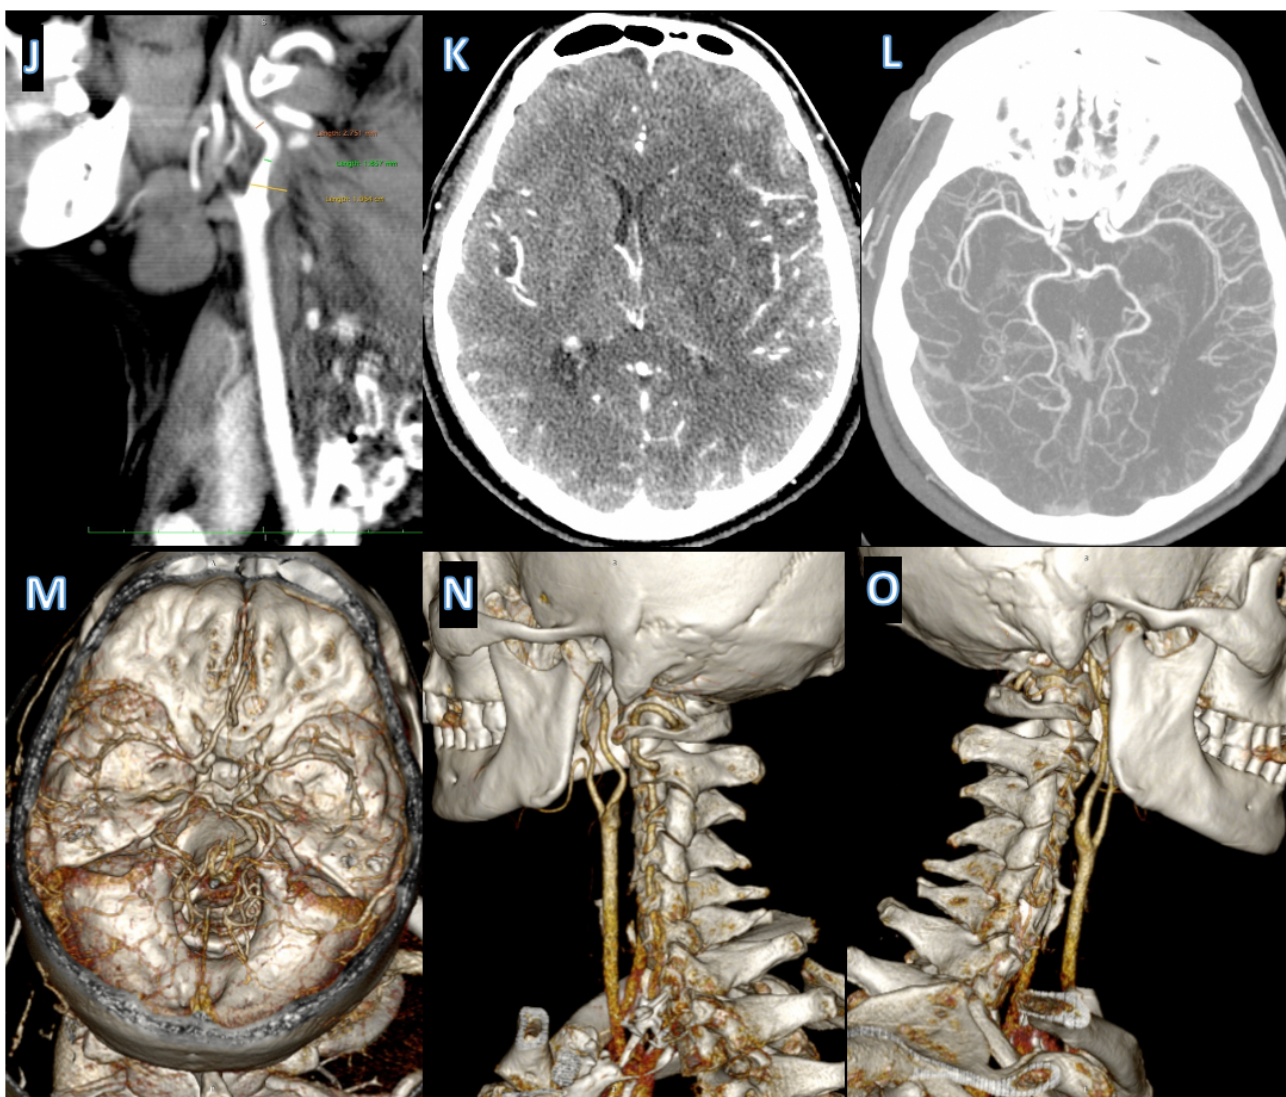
Același pacient, perfuzie prin tomografie computerizată de control și angiografie computer-tomografică a arterelor intra-extracraniene.
